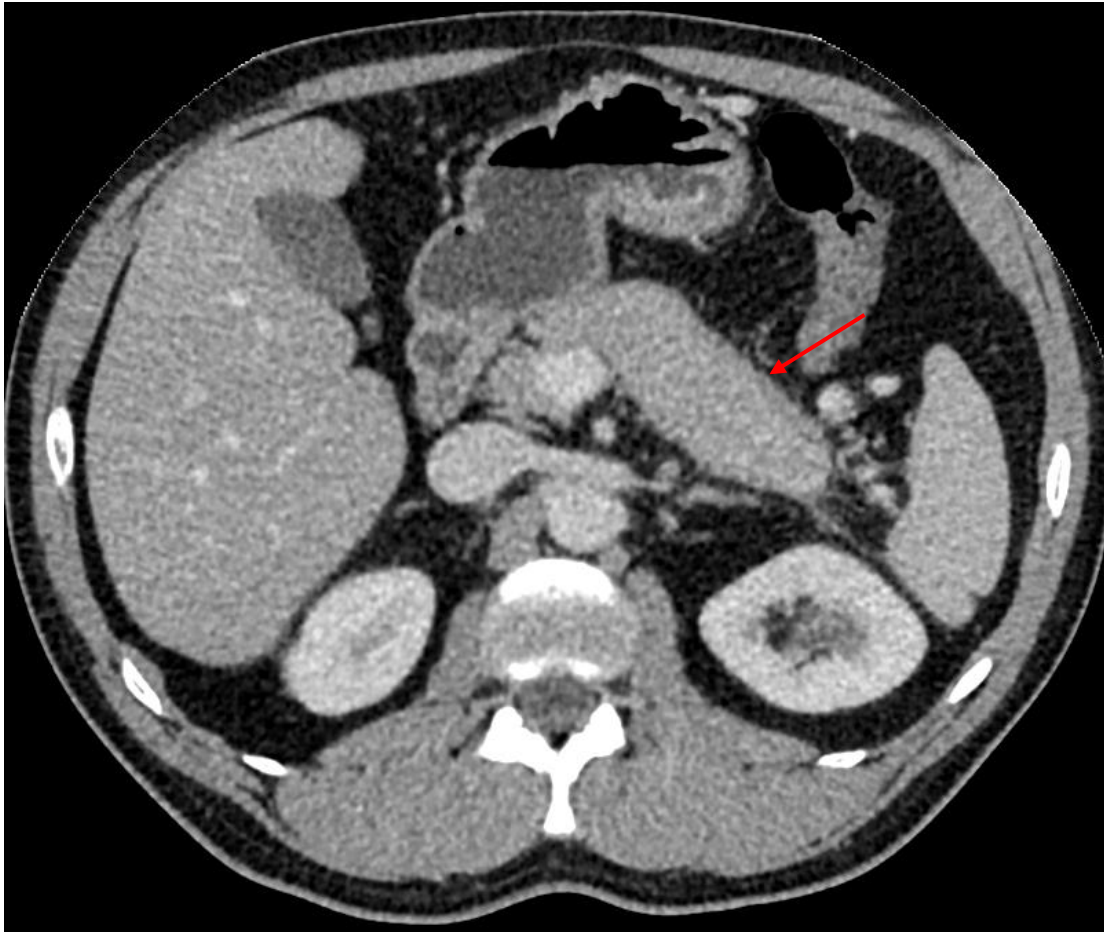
TC plano axial con contraste en fase portal
